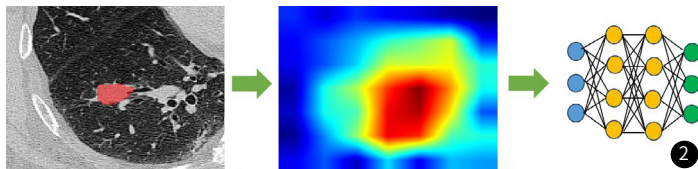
深度学习CT图像分析。左图为CT图像肿瘤ROI靶区勾画;中图为深度学习激活热图;右图为深度学习ResNet-101网络结构。
